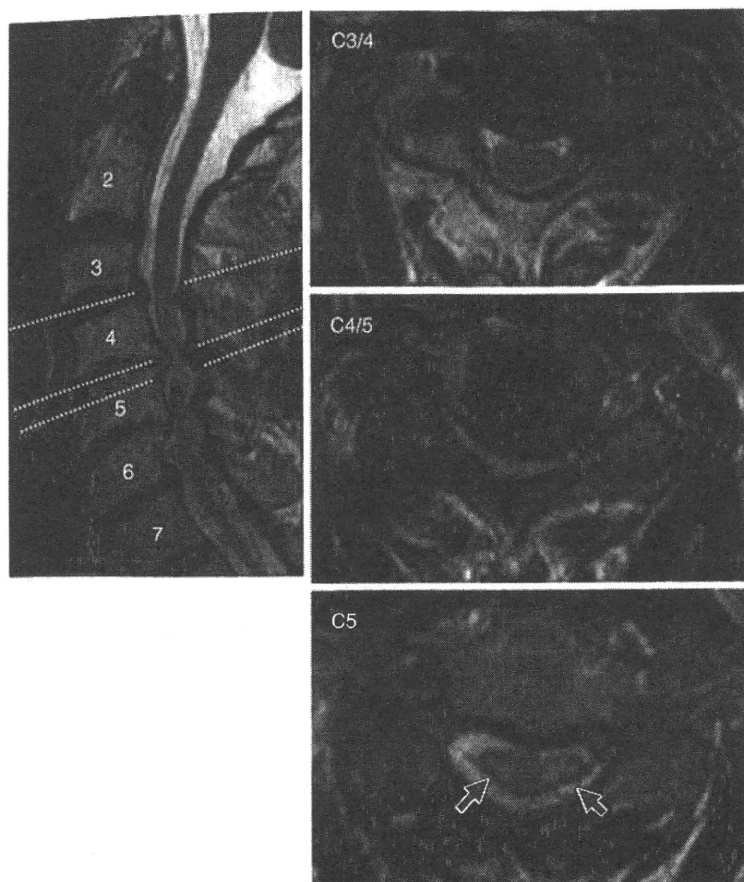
高齢者頸部脊髓症のMRI (83歳, 男)
